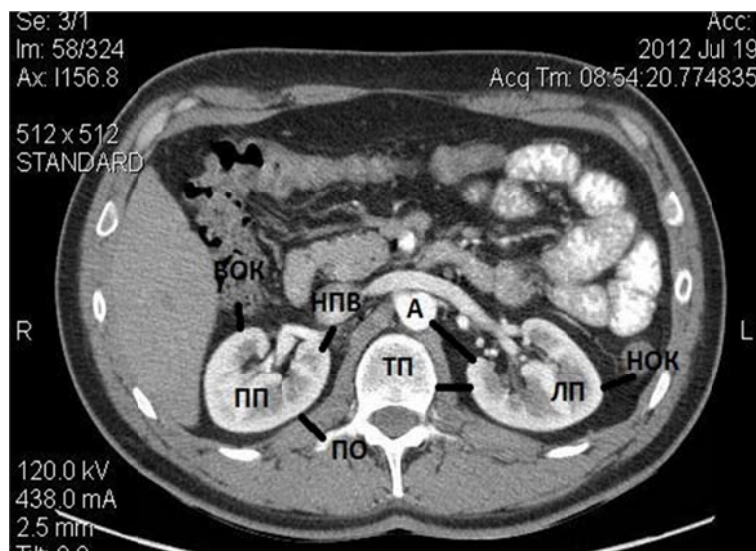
КТ-грамма органов живота на уровне ворот почек.
